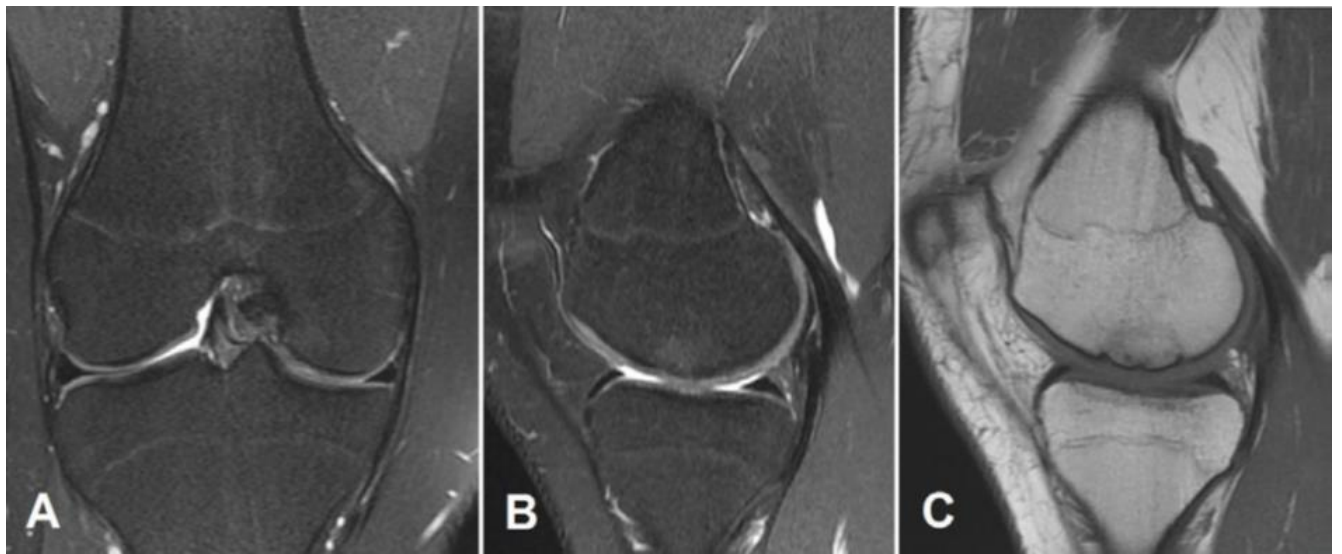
Les images IRM finales obtenues 18 mois après la première injection de PRP. Les images coronales (A) et sagittales (B) pondérées en T2 ne montrent aucune limite spécifique à la lésion et la disparition complète de l'œdème sous-chondral. Les images sagittales pondérées en T1 (C) montrent la préservation de l'intégrité du cartilage et la formation d'une ligne claire avec la surface de l'os sous-chondral.
